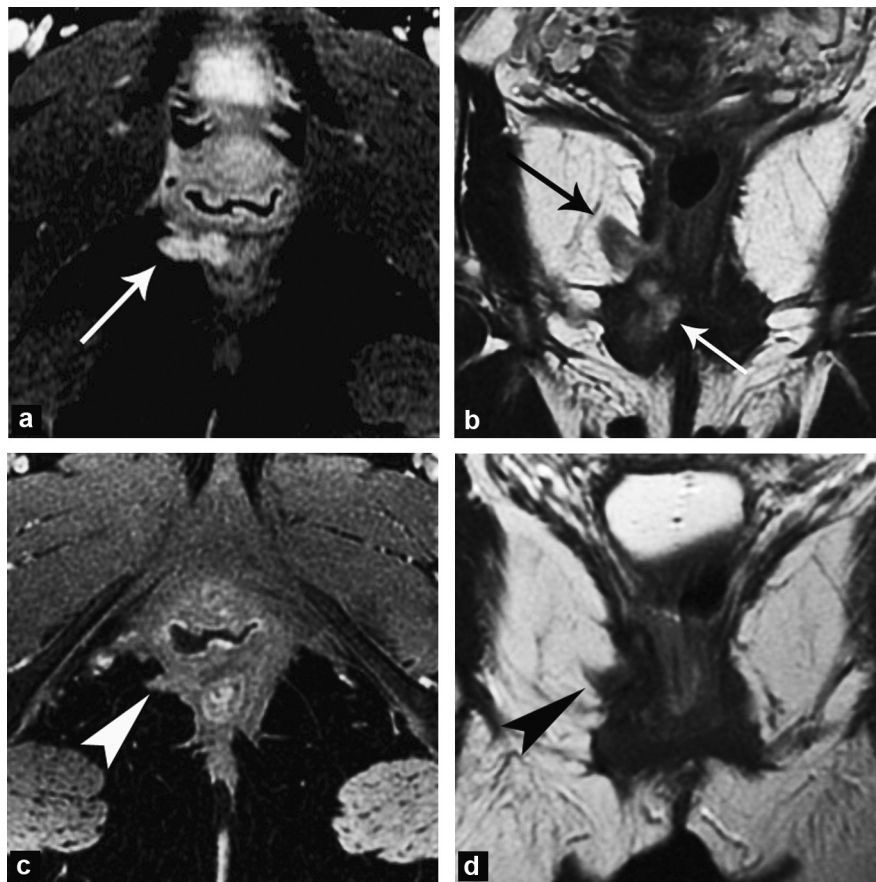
a, b: IRM de la troisième récurrence, janvier 2011, six mois après l'arrêt de l'Enantone® : a : plan axial T1 après injection et saturation de la graisse ; b : plan frontal T2 : lésion nodulaire (flèches) prenant le contraste d'allure homogène et intense, en hypersignal T2, en regard du bord antérolatéral droit du canal anal et du bas rectum mesurant $25 \times 34 \times 52$ mm, au contact de la paroi postérieure du vagin. Réinstauration de l'hormonothérapie ; c, d : IRM réalisée un an de la troisième récurrence et de la réinstauration de l'hormonothérapie, janvier 2012 ; c : plan axial T1 après injection et saturation de la graisse ; d : plan frontal T2 : régression de la tumeur d'aspect fibreuse, cicatricielle (tête de flèche). La patiente est toujours sous hormonothérapie.
